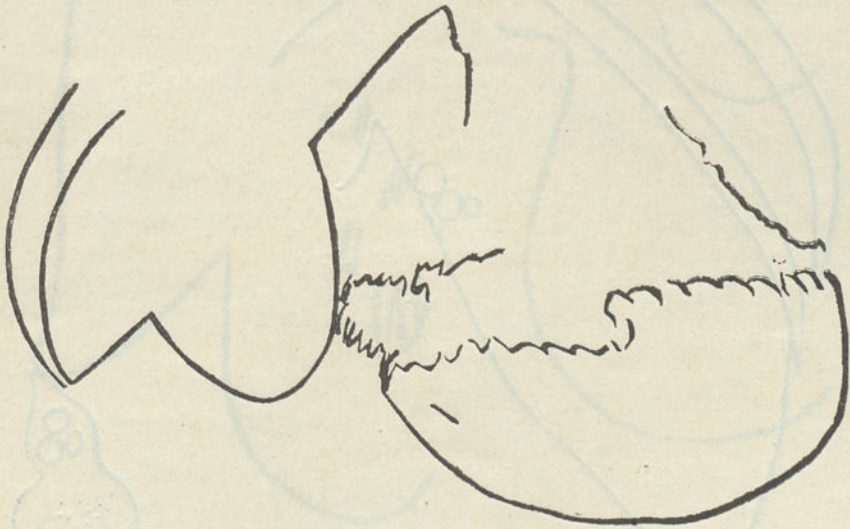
Radiografia n.º 3065.
